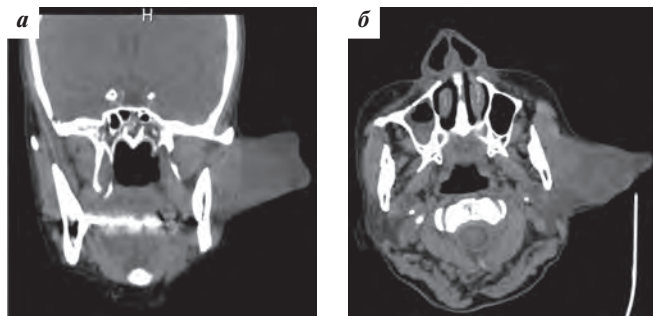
Мультиспиральная компьютерная томография у той же больной Т. до проведения лечения: а) фронтальный разрез, б) поперечный разрез
